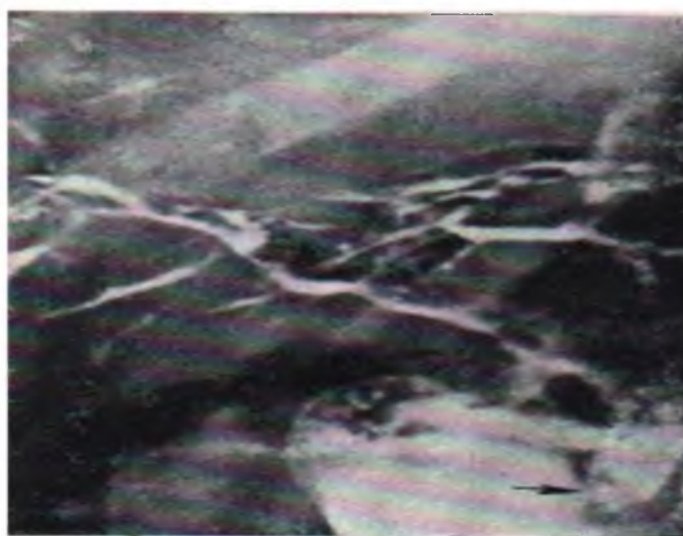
Рентгенограмма желудка и двенадцатиперстной кишки. Регургационный холангит. Поступление контрастного вещества в желчные протоки.
